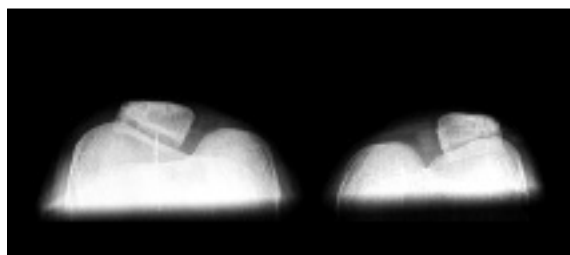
Radiografia das patelas.
